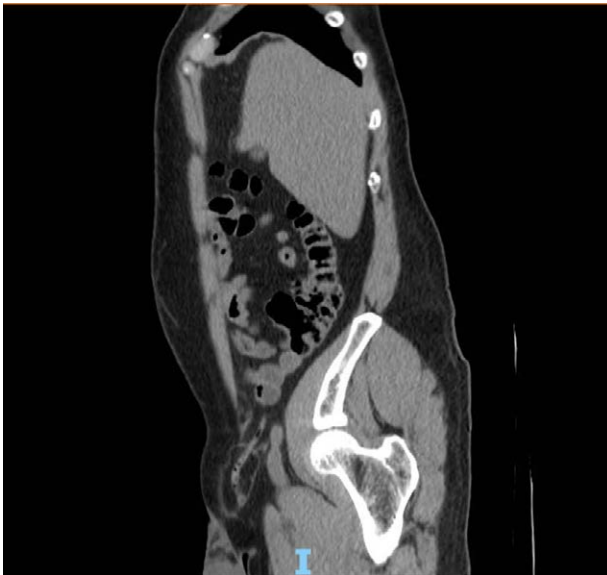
Tomografía de abdomen en corte sagital con evidencia de apéndice vermiforme en región inguinal derecha.
